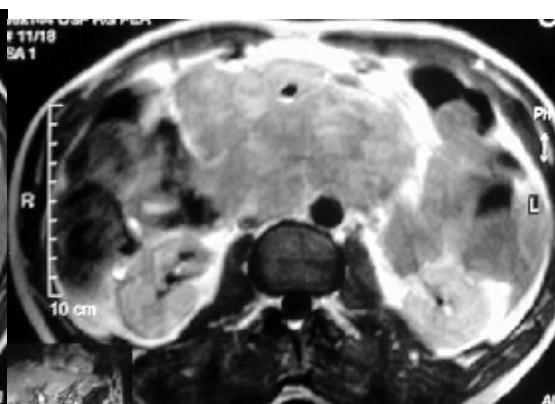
CT obraz nádoru – mesenteriálna tepna ide stredom nádoru, mesenteriálna véna kompletnie infiltrovaná nádorom
